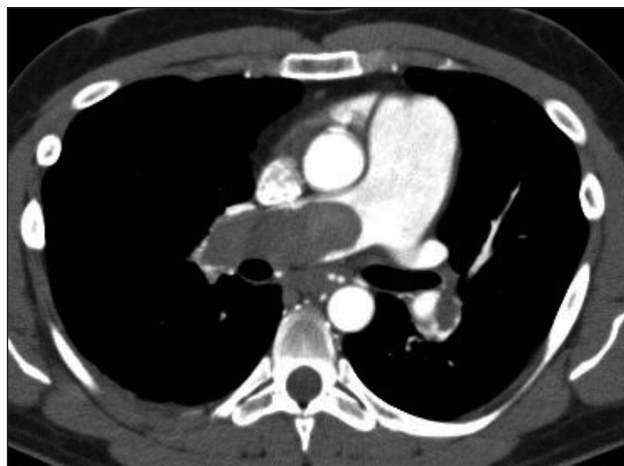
МСКТ органов грудной клетки с контрастированием до операции. Массивный тромб в просвете правой легочной артерии, тромб в нижнедолевой артерии слева.
